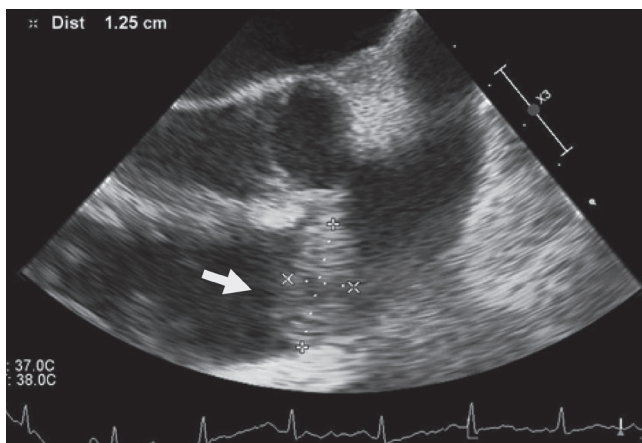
経食道心エコー所見：肺動脈弁（左半月弁）に可動性を有する3cm大の大きな疣贅を認める（白矢印）。
